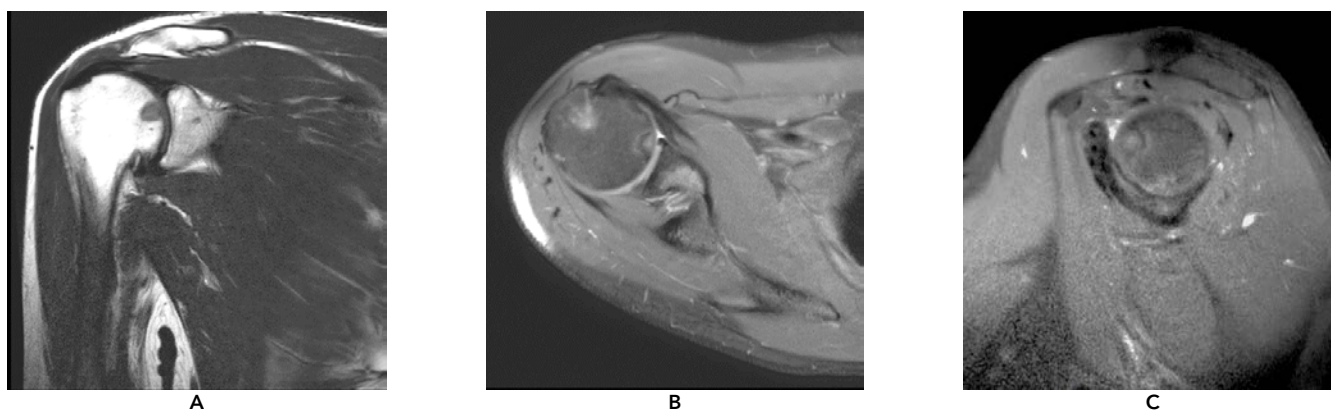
МРТ правого плечевого сустава: A. T1-ВИ в косо-корональной плоскости. Определяется область некроза, связанная с суставной поверхностью плечевой кости и имеющая специфичный остеосклеротический ободок по периферии с гипоинтенсивным МР-сигналом. B. PD-FS-ВИ в аксиальной плоскости. Визуализируется характерный симптом «двойной линии» по периферии очага остеонекроза с перифокальным трабекулярным отёком костного мозга, имеющим гиперинтенсивный МР-сигнал. C. PD-FS-ВИ в косо-сагиттальной плоскости
